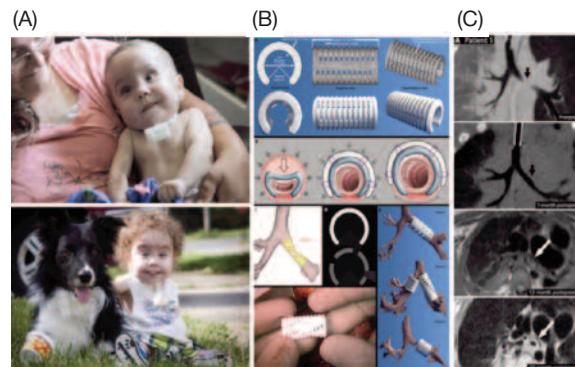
(A) 환자맞춤형 3D 프린팅 인공지지체를 기도연골연화증에 적용한 환자 사진, (B) 제작된 PCL 인공지지체 설계도 및 수술 이식 위치 도식도, (C) CT 결과를 통한 기도 개방성 및 인공지지체 생분해 결과 확인 이미지. [22, 23]
